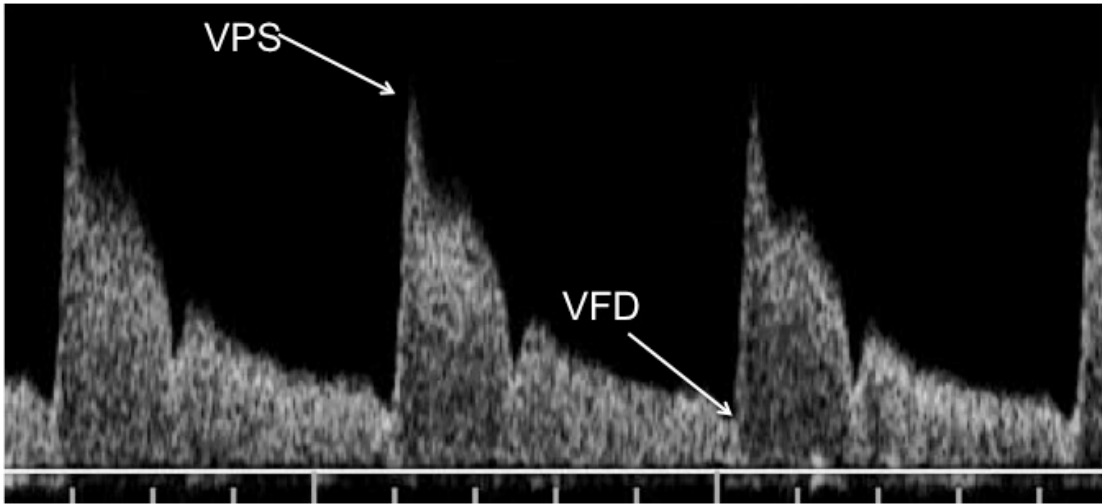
Ejemplo de representación Doppler espectral: se muestra la velocidad máxima o velocidad pico sistólica (VPS) y la velocidad mínima o velocidad final diastólica. El software del ecógrafo calcula automáticamente la velocidad media así como los índices de resistencia y pulsatilidad y el cociente S/D.
